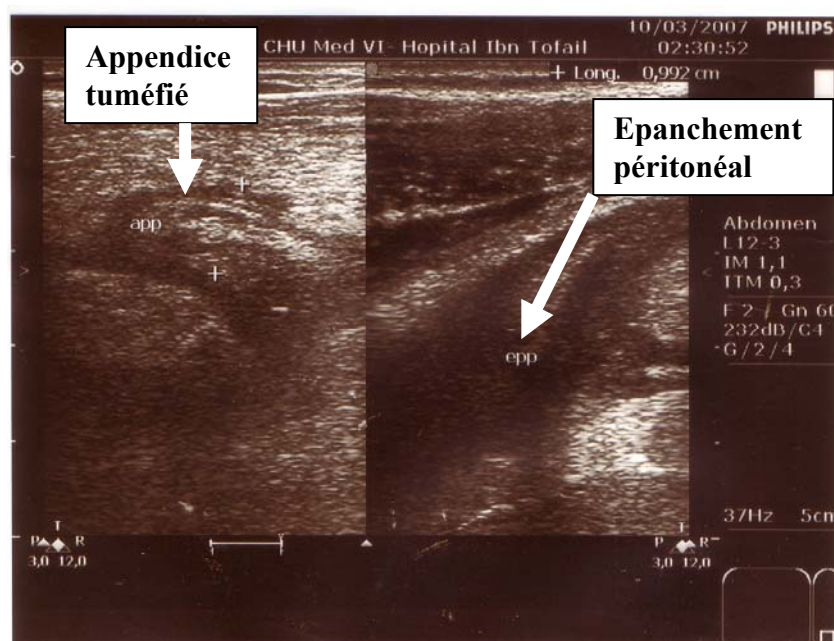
Image échographique montrant un appendice tuméfié associé à un épanchement péritonéal pouvant correspondre à une péritonite appendiculaire
